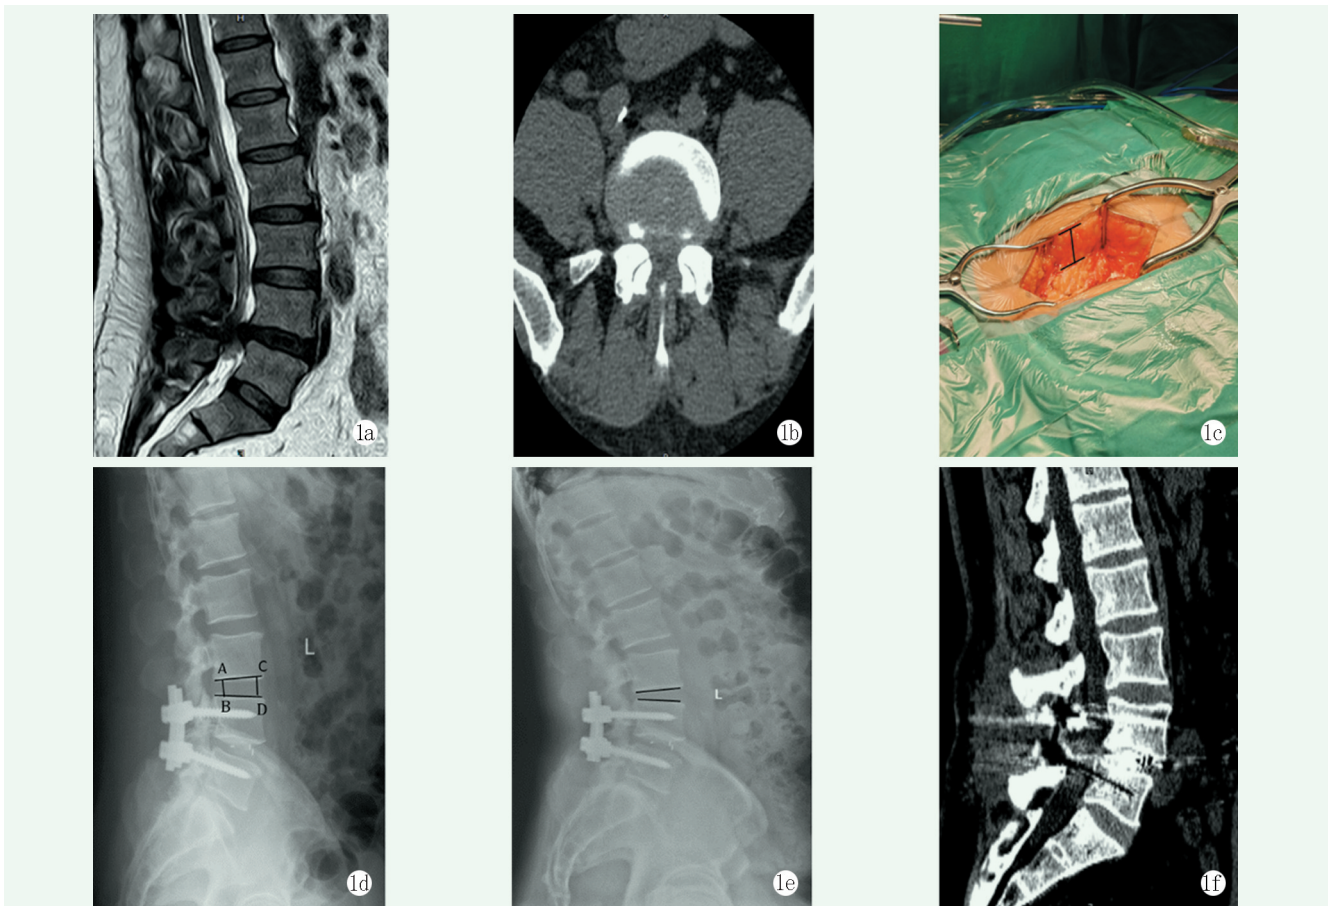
患者,男,55岁,BMI: 29.75 kg/m<sup>2</sup>,腰痛 2 年,加重伴双下肢麻木、跛行 1 个月余,诊断为 DLSS,责任节段为 L<sub>4/5</sub>,行 L<sub>4/5</sub> PLIF 手术 1a, 1b: 术前腰椎 MRI 及 CT 示 L<sub>4/5</sub> 椎间盘突出,关节突关节内聚,黄韧带肥厚,椎管狭窄 1c: 手术切口见脂肪层肥厚 1d: 术后 3 个月 X 线片示内固定位置良好, L<sub>3/4</sub> 椎间隙高度 (AB+CD) /2=13 mm 1e: 术后 18 个月 X 线片示内固定位置良好,邻近节段退变, L<sub>3/4</sub> 椎间隙高度降至 9 mm 1f: 术后 18 个月 CT 矢状面示 L<sub>4/5</sub> 椎间植骨 BSF 2 级融合
